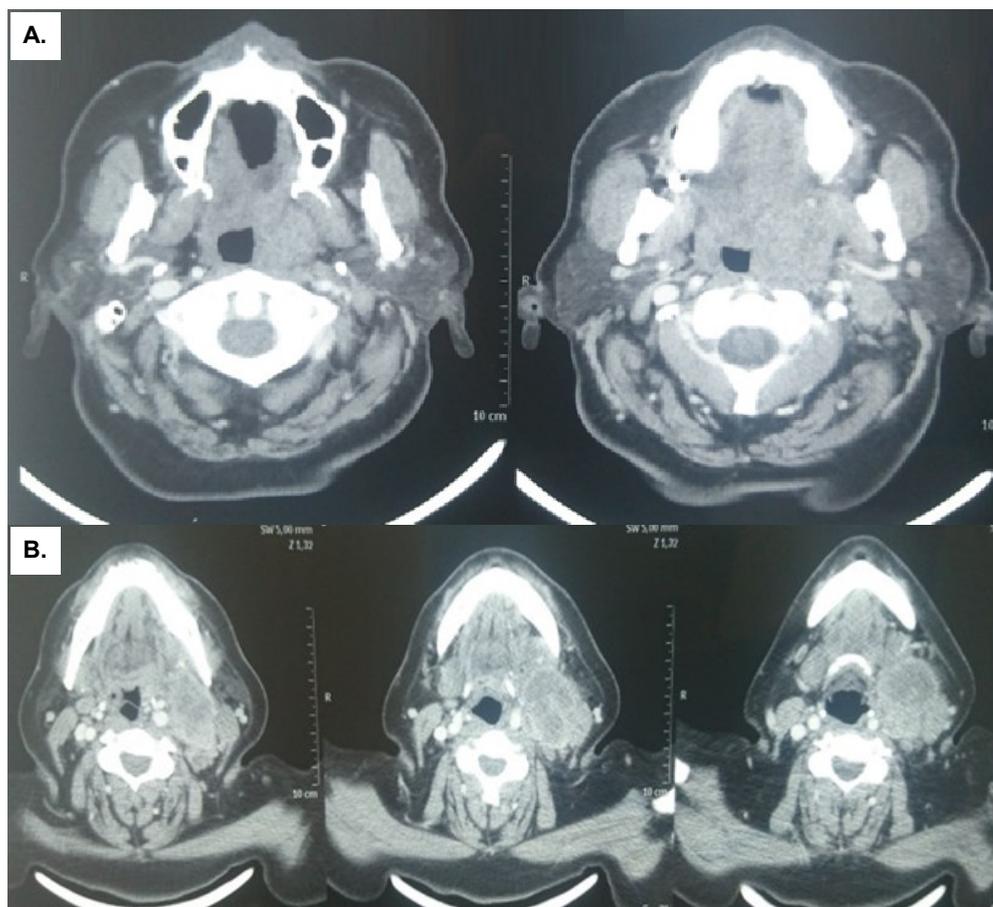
Imágenes obtenidas mediante tomografía espiral multicorte (TEM) con contraste de macizo facial al diagnóstico. (A) Lesión sólida de aspecto neoplasmiótico que compromete el espacio faringo mucoso izquierdo de la orofaringe, mide 4,6cm x 3,2 cm, cefálicamente ocluye el torus tubarus y la fosa de Rosen Müller, caudalmente tiene como límite la base de la epiglotis sin llegar a comprometerla, y deforma la vía orodigestiva. (B) Conglomerado ganglionar que compromete el grupo II y III izquierdo, mide 4,8 cm x 3,8 cm, y se encuentra en contacto con el músculo esternocleidomastoideo.
